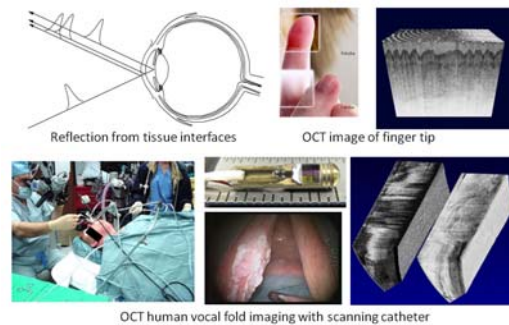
광단층영상 원리 및 in-vivo human tissue image (skin & vocal fold)
